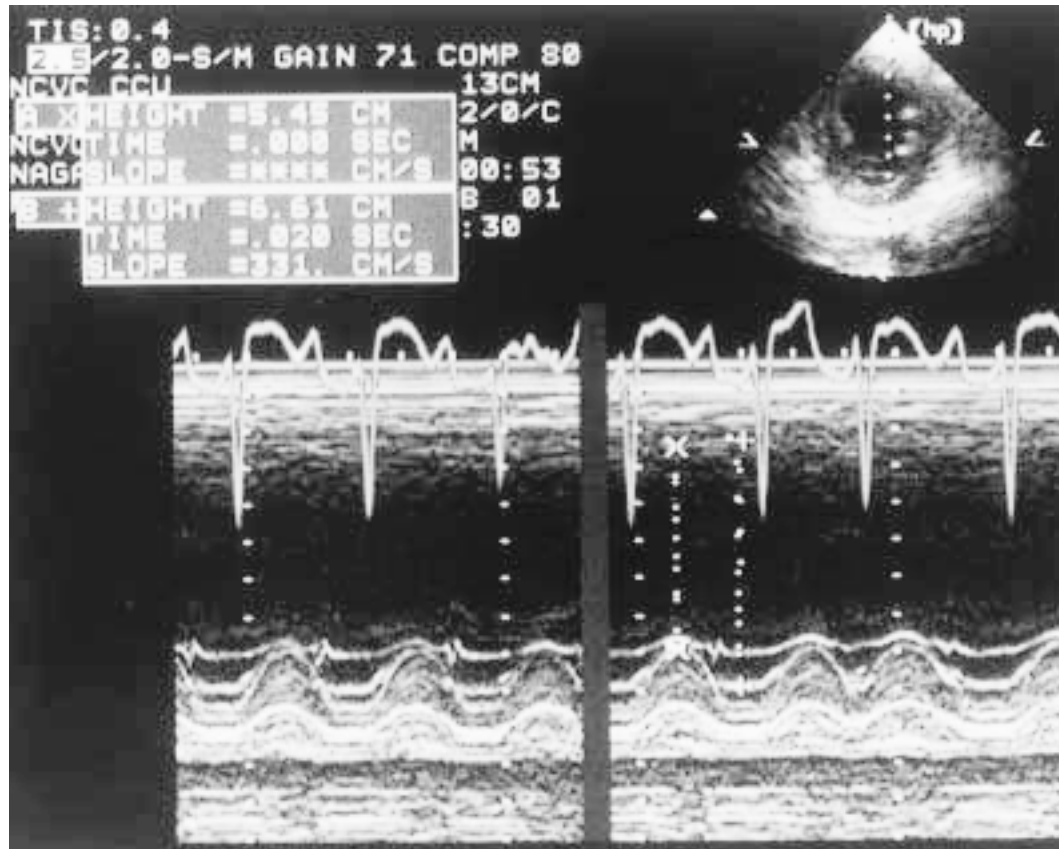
Echocardiogram (M-mode) showing anterior wall thinning and akinesis
